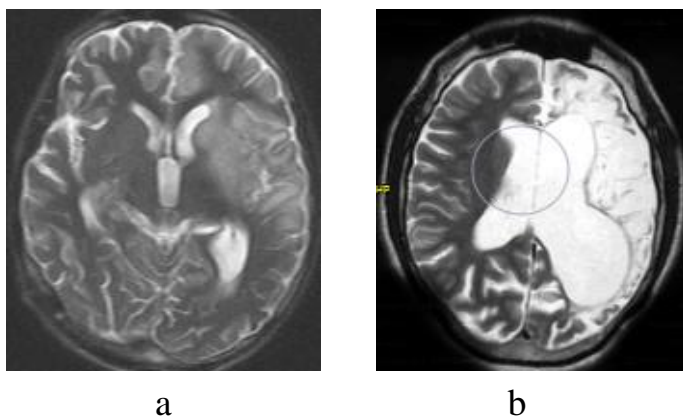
МРТ при катамнестическом наблюдении (Пациент Л.); а - T2-взвешенные изображения в аксиальной плоскости на 35 день болезни - гемисферное поражение с признаками исхода геморрагического пропитывания коркового слоя форменными элементами крови; б – T2-взвешенные изображения в аксиальной плоскости через 12 лет - кистозно-глиозные изменения в левой гемисфере, викарное расширение боковых желудочков, больше слева.
